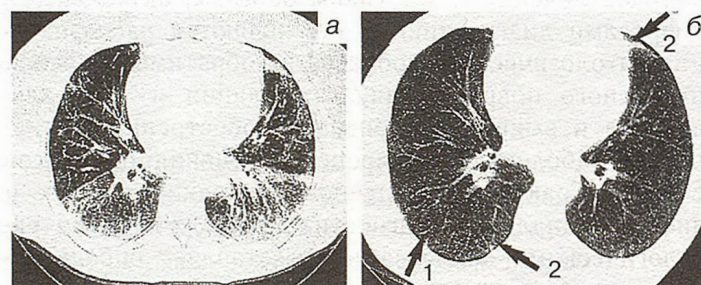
КТ-срез нижних зон легких.
